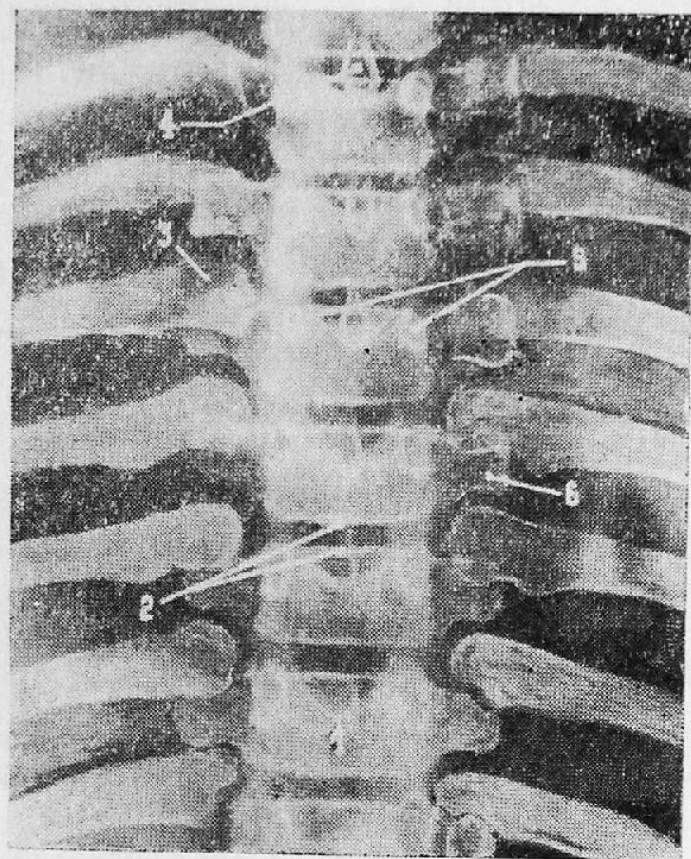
Задняя рентгенограмма грудного отдела позвоночных:
